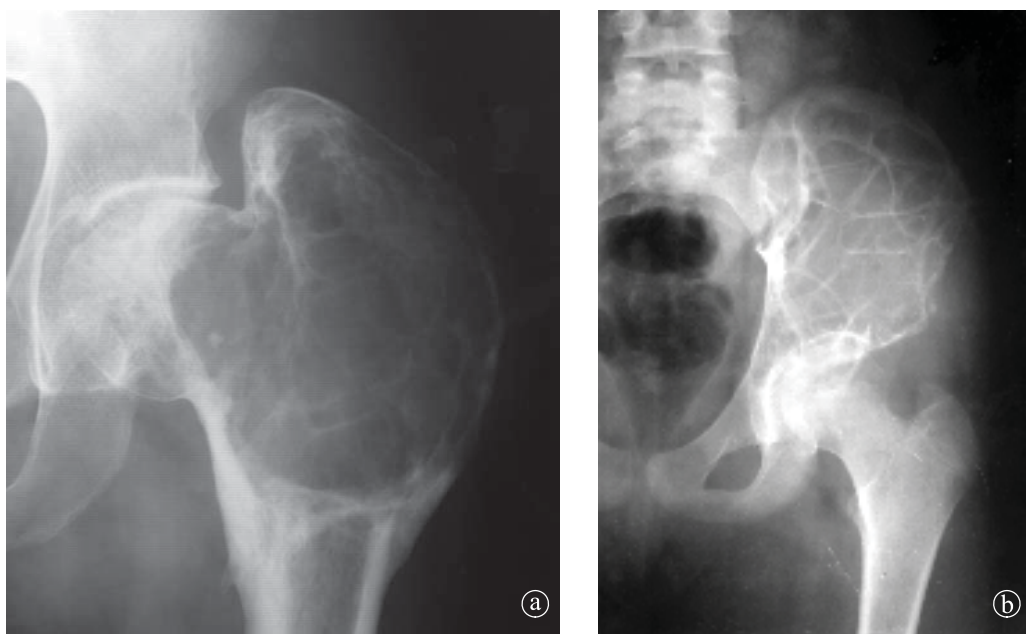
16. Tumori cu celule gigante. a) Radiografie articulație coxofemurală stângă. b) Radiografie bazin AP detaliu.
